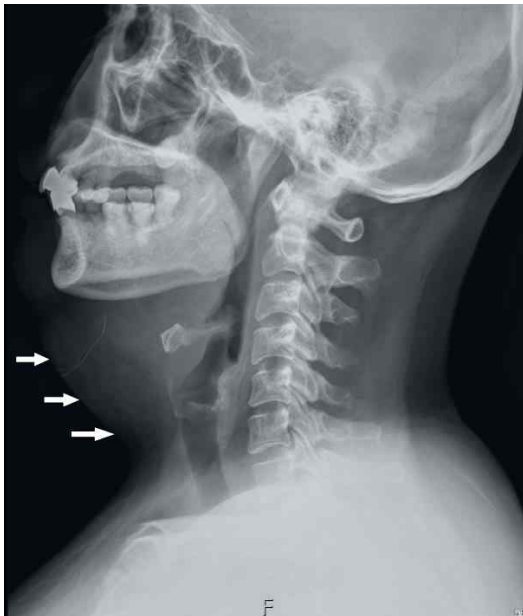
Lateral view of cervical spine radiograph shows massive swelling of neck (arrow).
